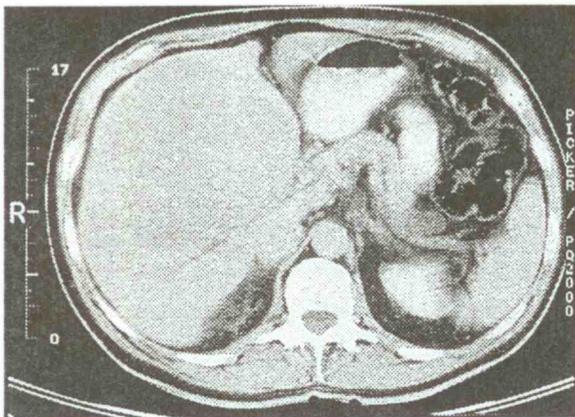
Im Abdomen-CT deutlich sichtbare Hypodensität im Bereiche des rechten Leberlappens bei hepatozellulärem Karzinom der Leber.
